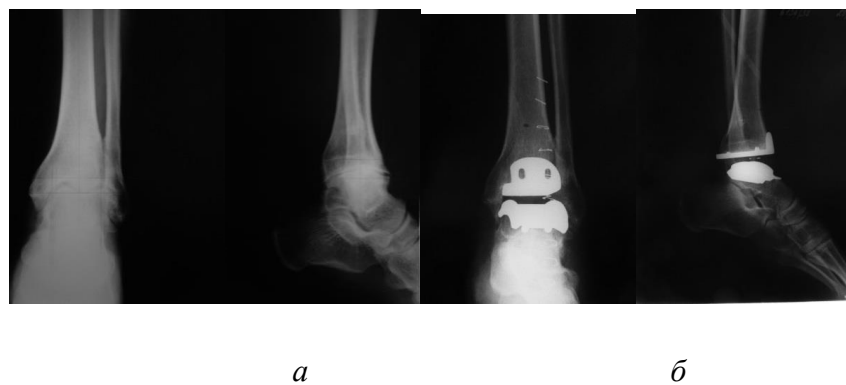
Тот же пациент. Рентгенограммы до (а) и после (б) операции.
